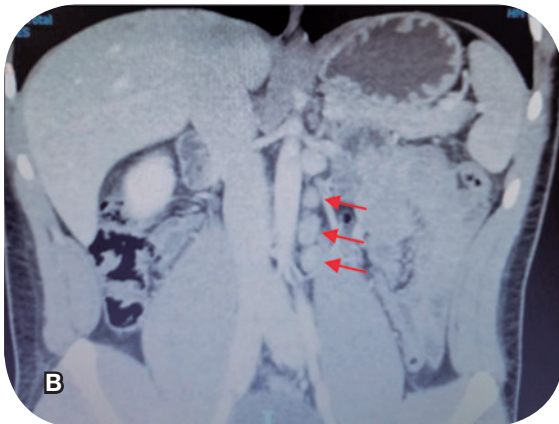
A) Corte axial de TC de abdome total fase portal evidenciando linfonodo para-aórtico de 0,8cm de diâmetro (círculo); B) Corte coronal de TC de abdome total fase portal evidenciando três linfonodos para-aórticos de até 0,8cm no maior diâmetro (setas).
